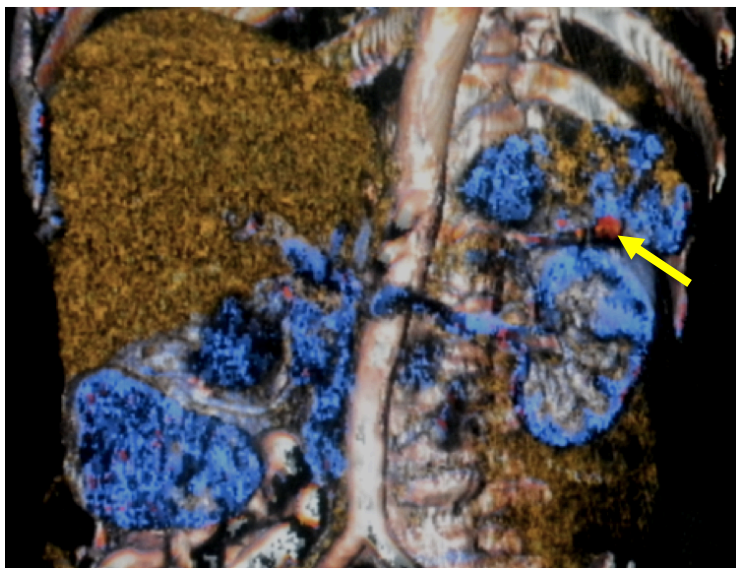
TC en fase arterial. Imagen B: TC en fase venosa portal. Flecha amarilla: lesión
